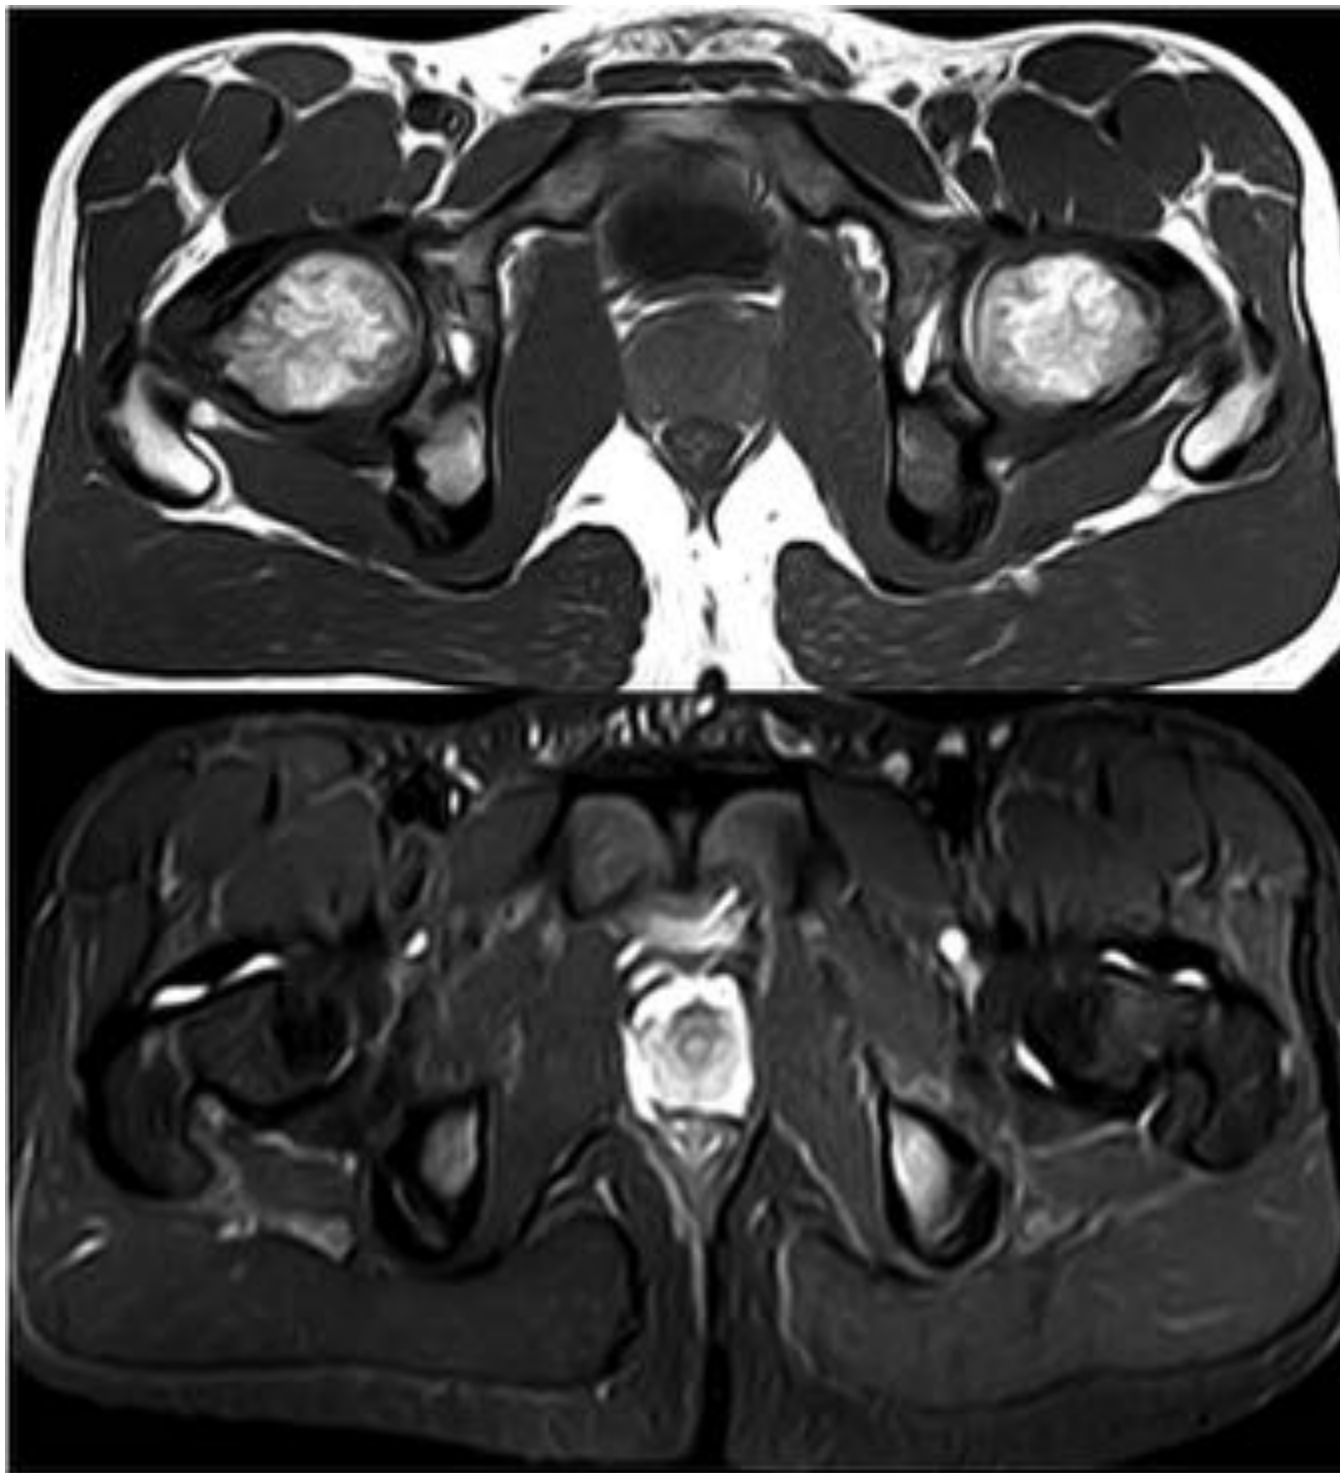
RM en plano axial T1 y T2 IR que muestra edema de médula ósea de la rama isquiática
